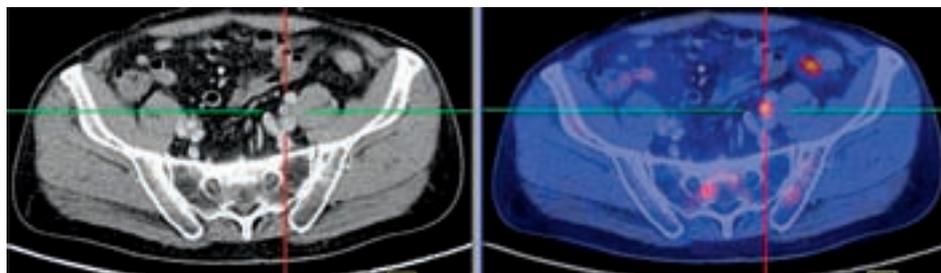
F-18-Ethylcholin-PET-Untersuchung bei einem Patienten mit Prostatakarzinom und Anstieg des PSA-Spiegels von 1 ng/ml auf 3 ng/ml binnen sechs Monaten. Neben einer unspezifischen Anreicherung im Darm ist eine iliakale Lymphknotenfilia zu erkennen (im Fadenkreuz, links CT, rechts PET/CT-Fusionsbild, jeweils in transaxialer Schnittführung).
